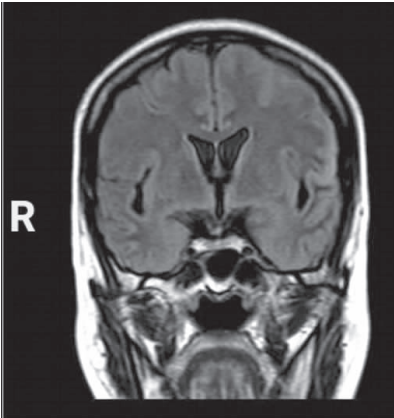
左侧额、颞叶局部大脑皮层 FLAIR 呈高信号
